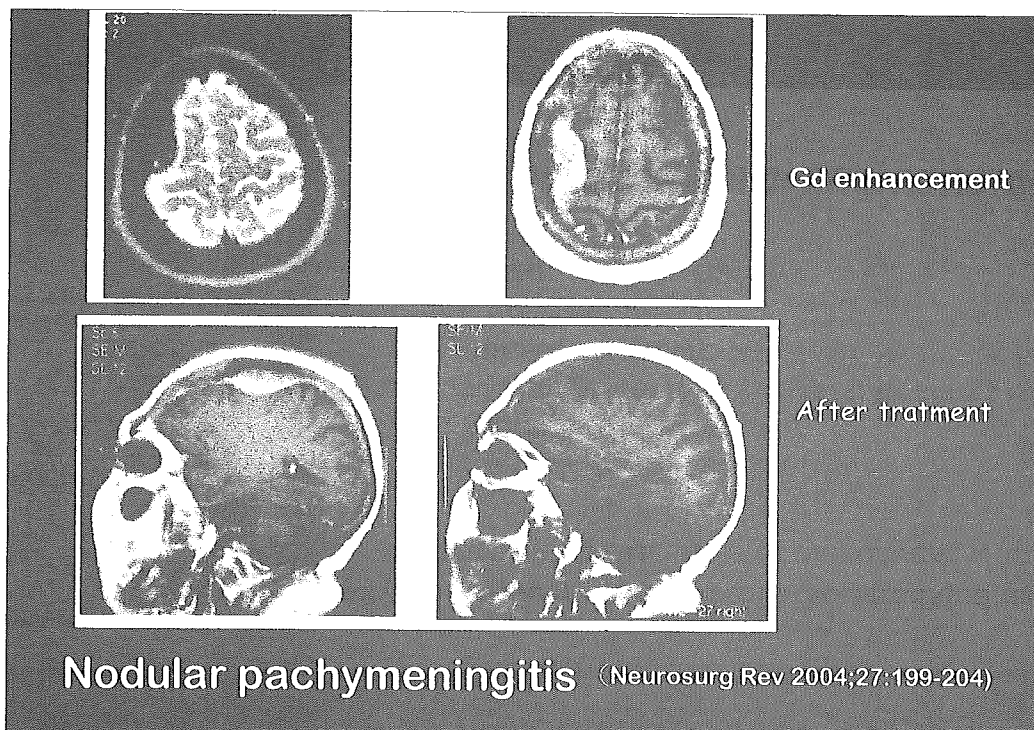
MRI 像 (ガドリニウム造影の有無、治療効果) (文献から掲載)
